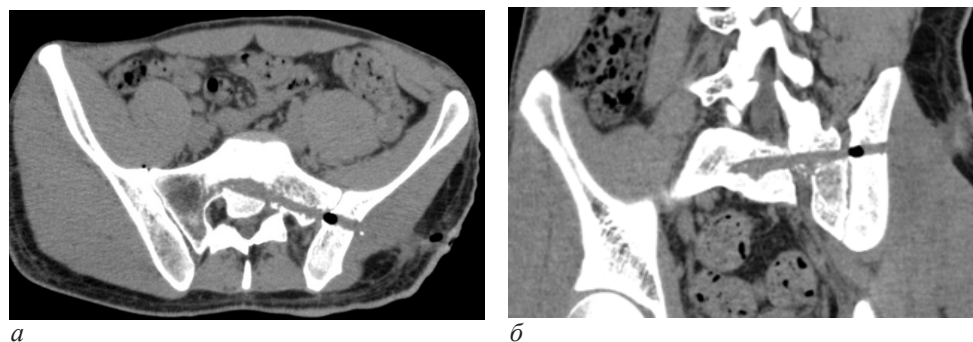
КТ-реконструкции раневого канала после операции: а – в аксиальной проекции; б – в коронарной проекции
